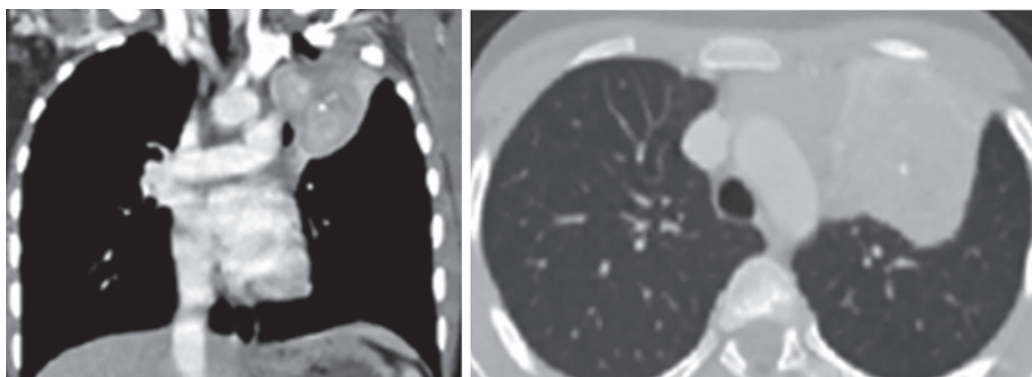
КТ ОГП з внутрішньовенним контрастуванням (фронтальний і аксіальний зрізи на рівні пухлини)
